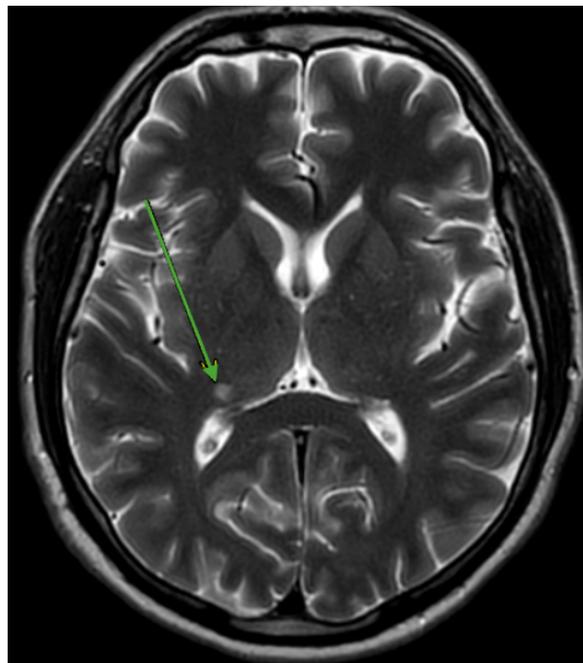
RM cerebro y RM vascularización cerebral. Secuencia T2 plano Axial: Foco de hiperintensidad de señal en el tálamo derecho.
